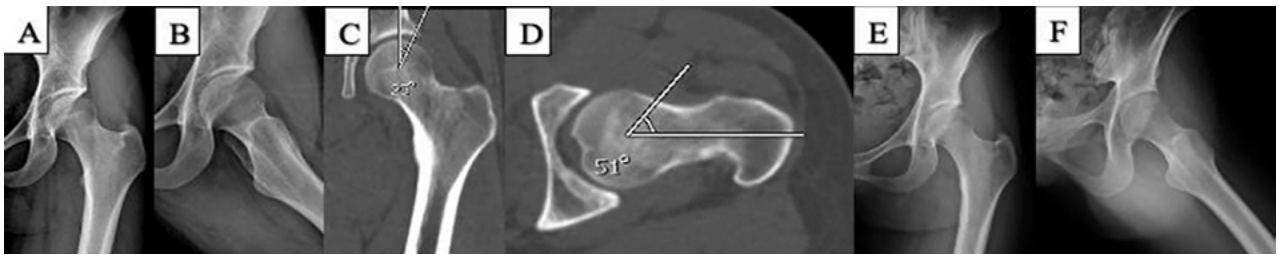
A-B) Radiografía preoperatoria de cadera izquierda, proyección anteroposterior y lateral, respectivamente. C-D) Tomografía axial computada, con ángulo de Wiberg de 23° y alfa de 51°. E-F) Proyecciones anteroposterior y lateral postoperatorias.
